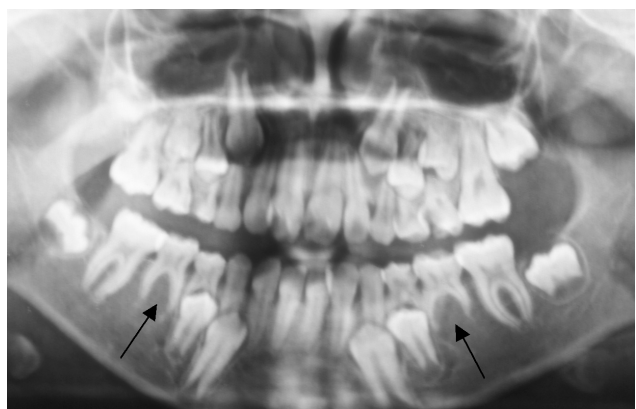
Radiografía panorámica de un paciente sexo femenino de ocho años de edad con agenesia de los segundos premolares inferiores.
